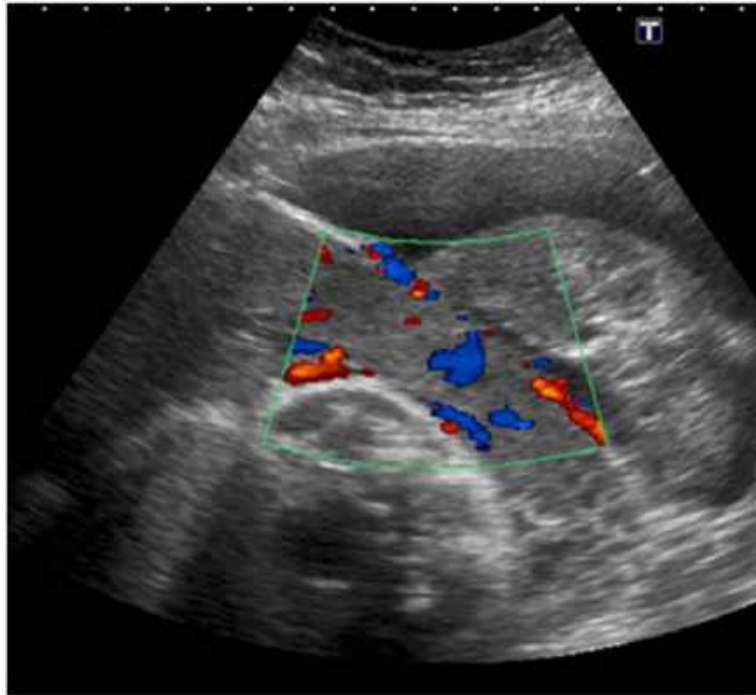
Estudio doppler vesical: vascularización aumentada de la pared vesical, en íntimo contacto con la pared uterina y en continuidad con la placenta.
